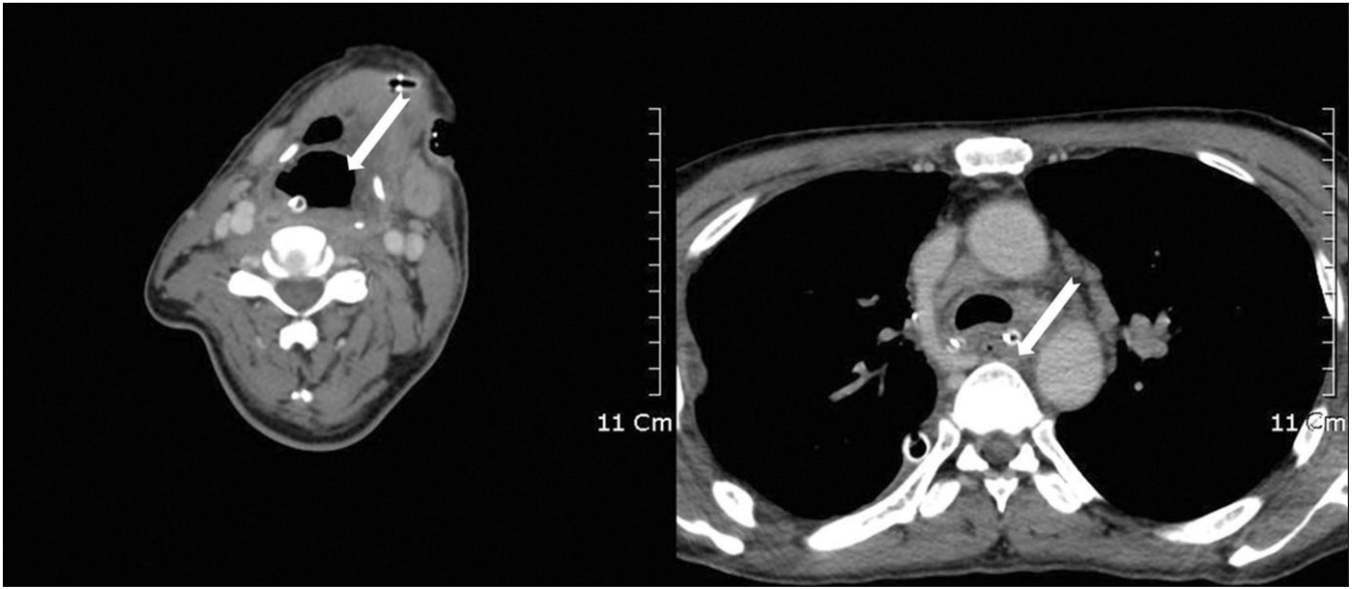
Postoperative neck CT image. Increased airway, decreased abscess space in pneumomediastinum can be noticed. (CT: computed tomography)
